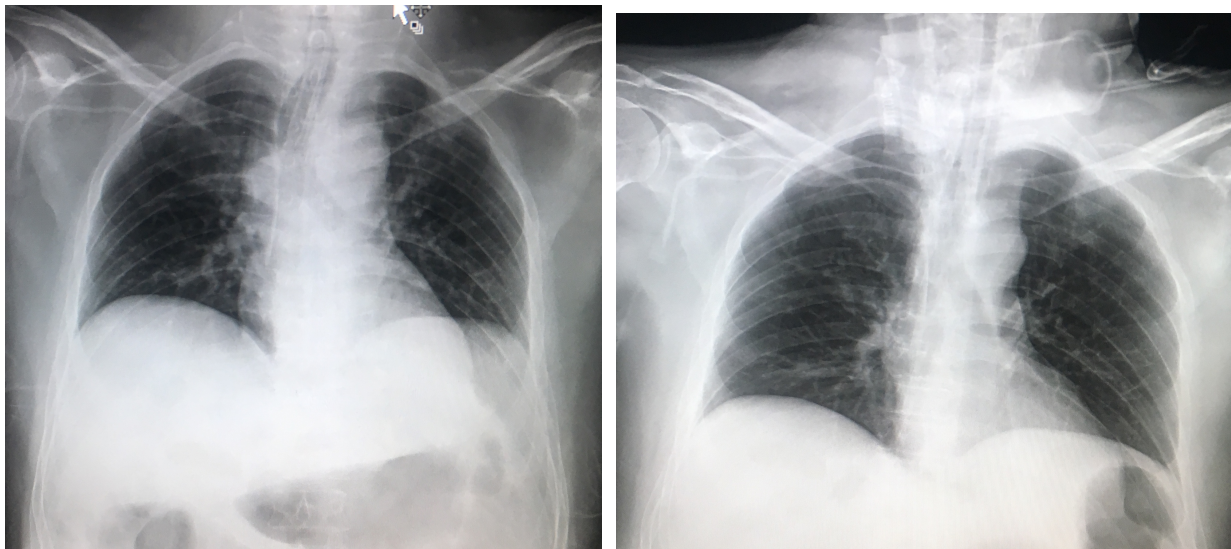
Radiografía de tórax anteroposterior del primer día postquirúrgico (imagen a la izquierda) y del quinto día postquirúrgico (imagen a la derecha)
